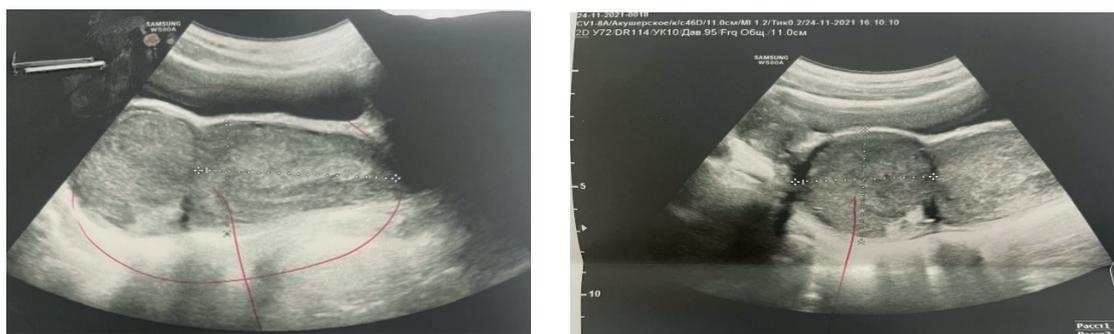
УЗИ органов малого таза при синдроме Herlyn–Werner–Wunderlich.
